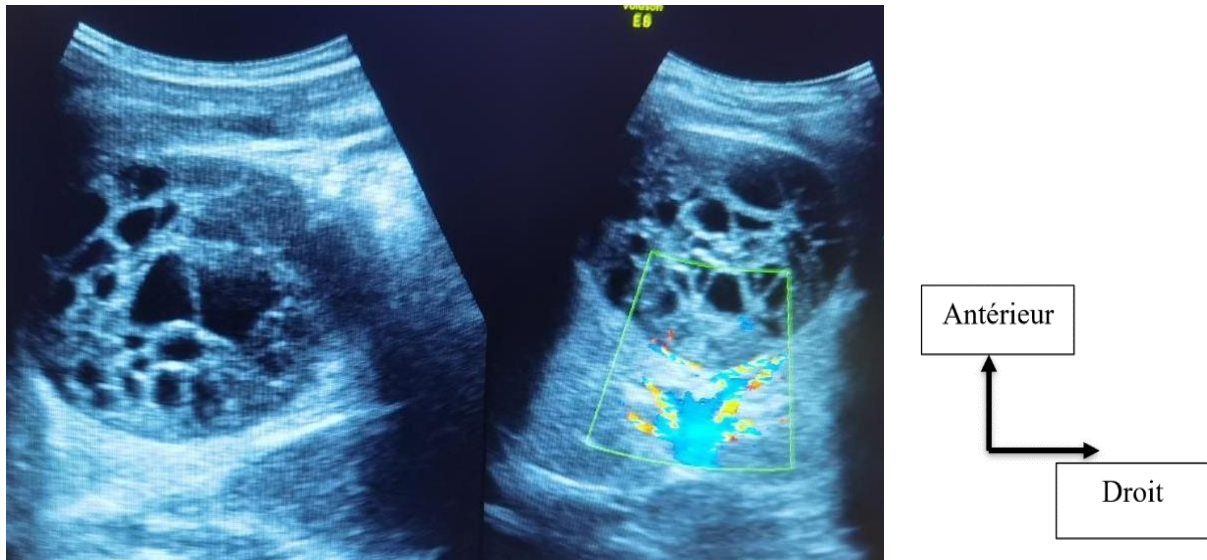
Echographie de Mme A. K. 42 ans en coupe transversale objectivant un nodule spongiforme lobaire supérieur gauche avec vascularisation périphérique au doppler couleur Tirads 2.
